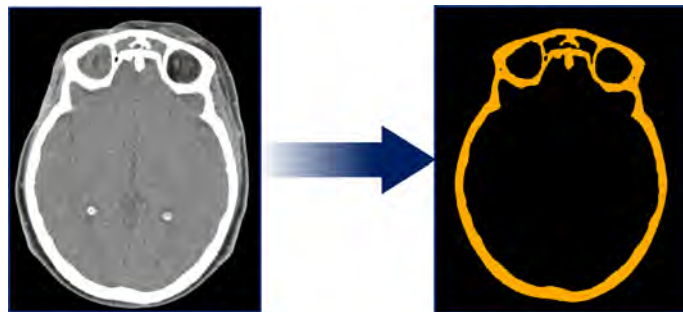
Beispiel für eine Segmentierung des Knochens in einer CT-Schicht des Schädels. Der Schädelknochen wird dabei aus der CT-Schicht (links) vom Hintergrund hervorgehoben und ist als Segmentierung orangenfarbig eingefärbt (rechts)
